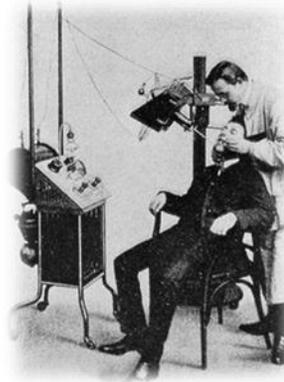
Toma de la primera radiografía dental.⁹
